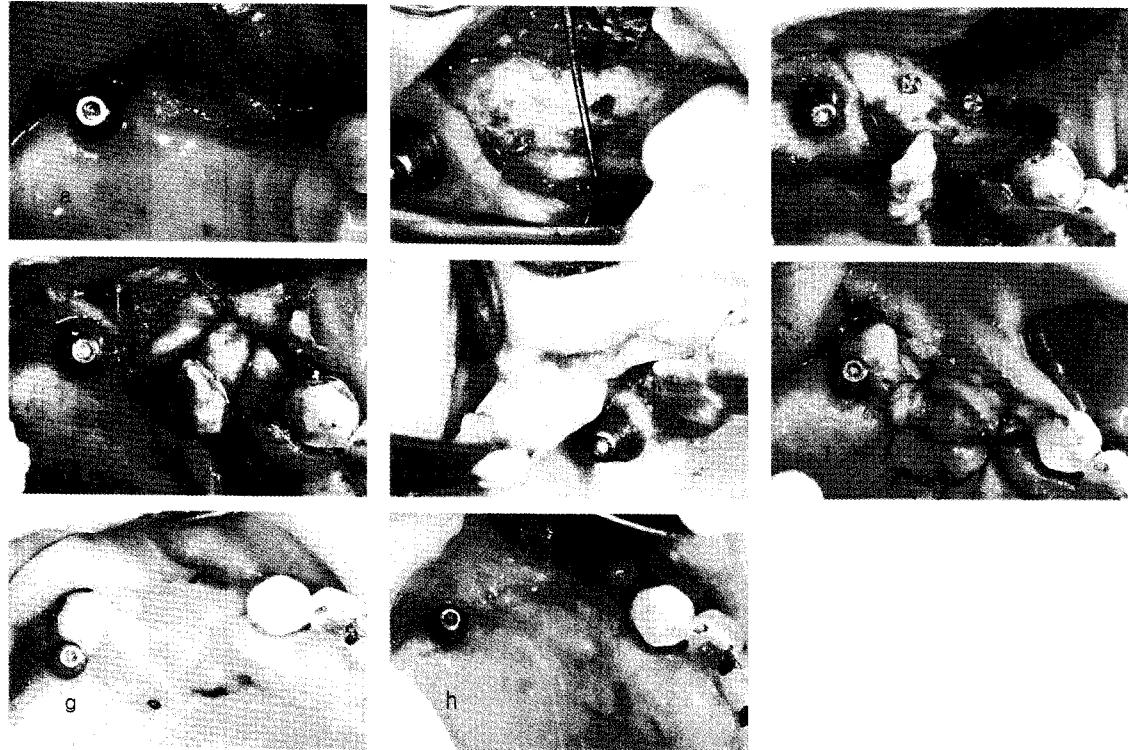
임플란트 제거 1개월 후 골이식술을 시행. 구개측에 약 1mm 두께의 골만 남아있음(b). VIP-CT를 확보한 후 tentscrew 2개를 적절한 위치에 고정시킴(c). 자기골과 이종골 및 흡수성 차폐막으로 골이식술 시행함. VIP-CT만으로는 연조직 피개가 어려움(d). BPF를 이용해 연조직을 덮음(e,f). 수술 1주후 연조직 상태(g). 수술 1개월후 연조직 상태(h).
